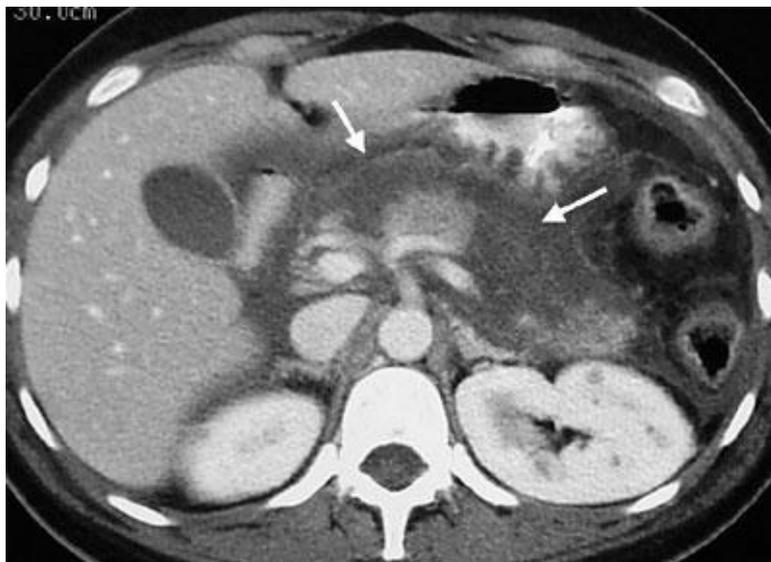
КТ поджелудочной железы больного (В) при инфицированном ТОП.
